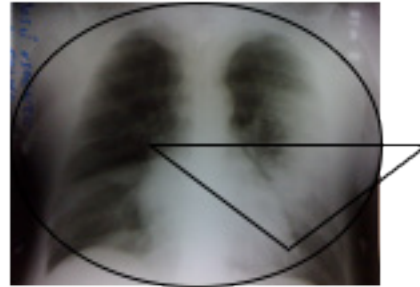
Radiografia de tórax (pósterio-anterior) do paciente JVLf, revelando consolidação em lobo médio esquerdo e infiltrado na base do pulmão direito.
